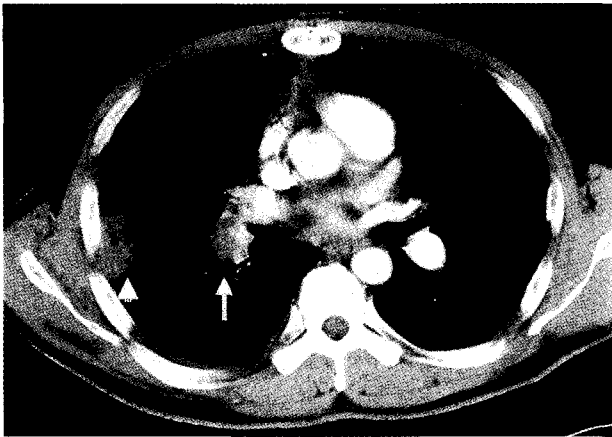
Preoperative computed tomograph shows a mass obstructing right main pulmonary(narrow arrow) and peripheral infarction(arrow head)
